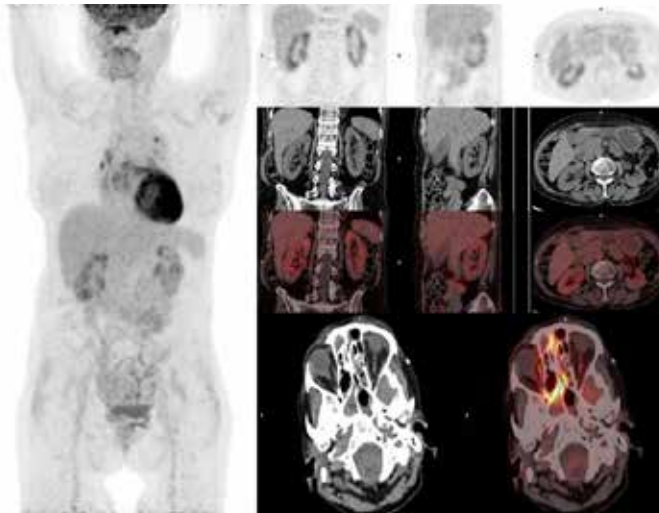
PET-TC Se aprecia un aumento de captación en senos paranasales (SUVmax=4) en relación con sinusitis infecciosa conocida y en tratamiento. No se aprecian focos de captación ganglionar en cadenas laterocervicales ni supraclaviculares. Únicamente se objetiva un foco en el hilio pulmonar derecho y otro en ventana aortopulmonar (SUVmax=2.2), que se asocian a presencia de otros ganglios con calcificación, de probable etiología benigna.
